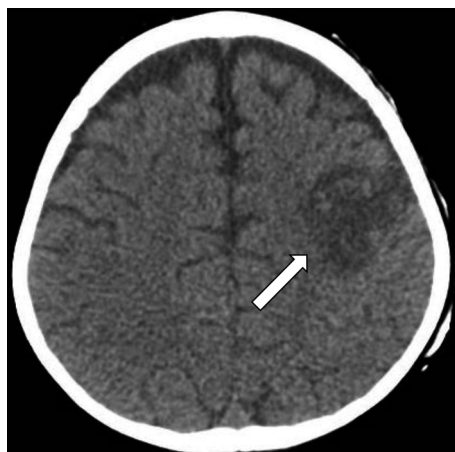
Tomografía computada de encéfalo de ingreso muestra infarto parietal izquierdo con pequeños focos hemorrágicos (flecha blanca).
